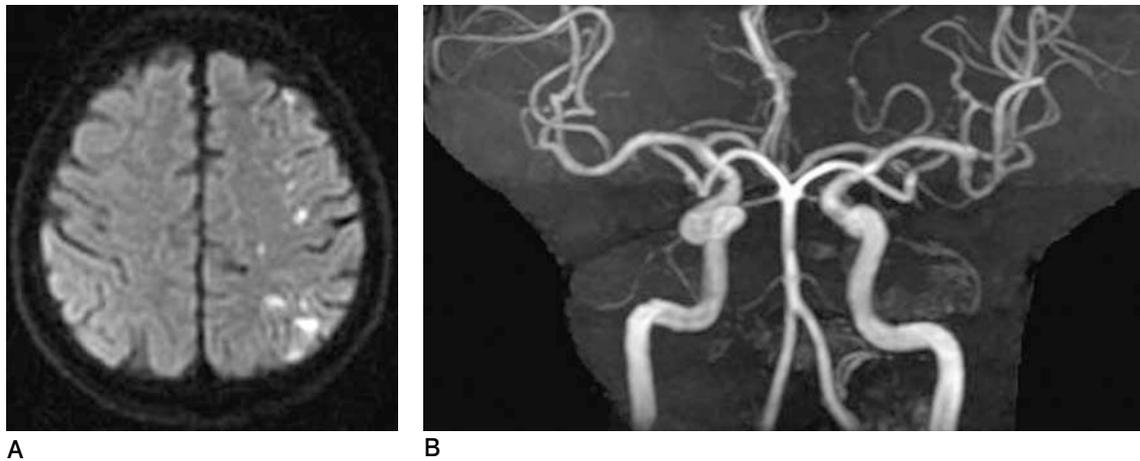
A : Diffusion weighted MRI on admission shows high intensity areas in the border zones between territories of the anterior and middle cerebral arteries, plus the middle and posterior cerebral arteries.
